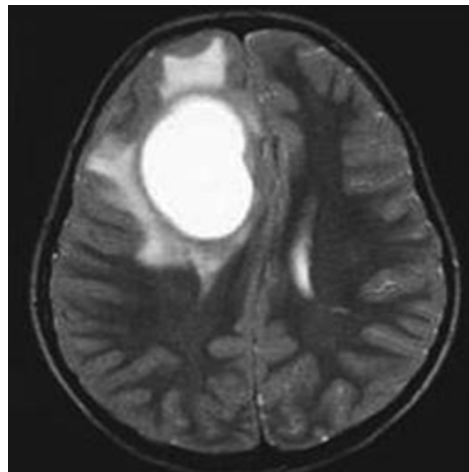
Image originale IRM
